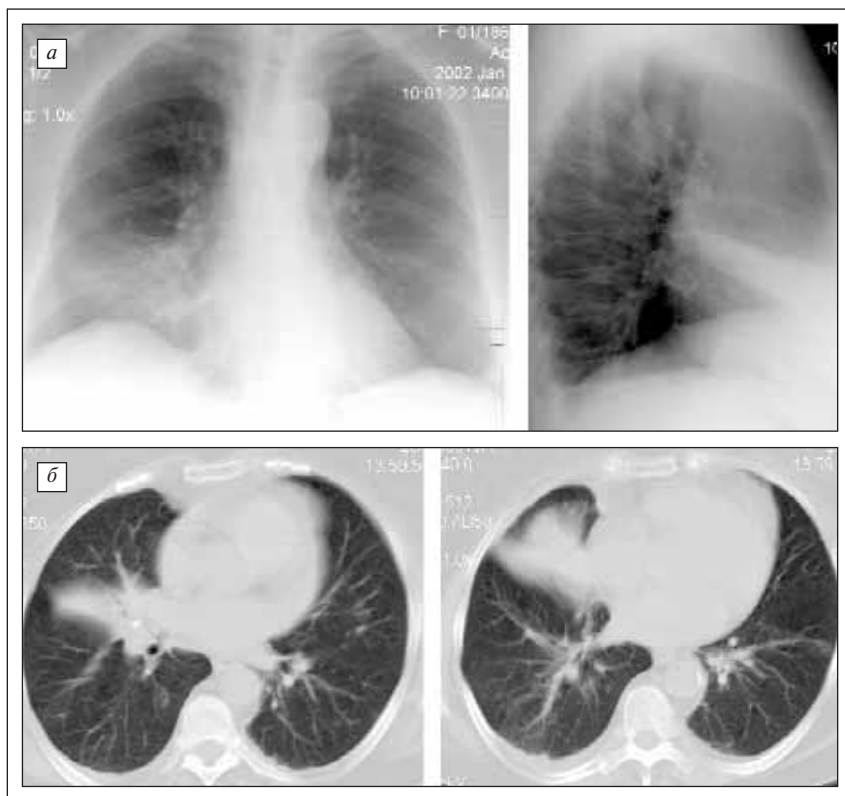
Больной А. НХЛ. Неинвазивный кандидоз. а — обзорные рентгенограммы. Ателектаз средней доли; б — компьютерные томограммы. Неравномерное сужение просвета среднедолевого бронха. Ателектаз S4
